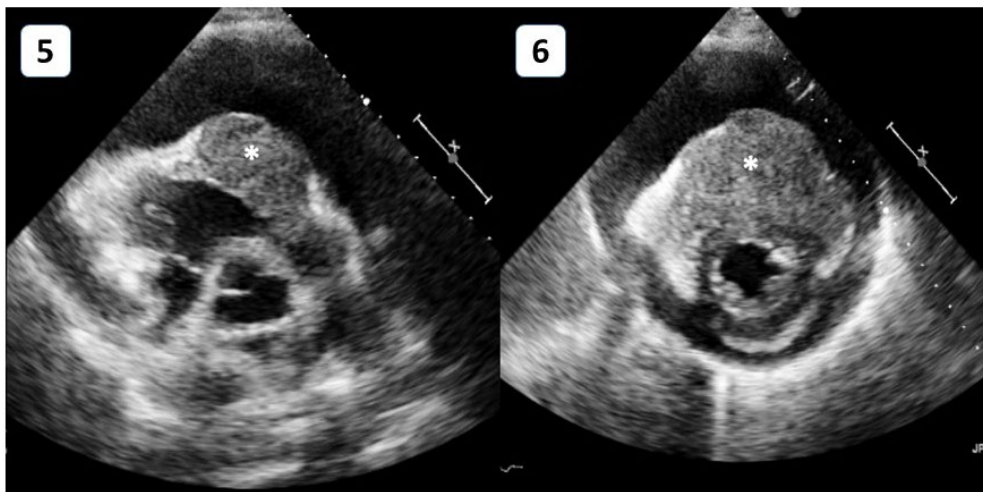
6: Ecocardiograma transtorácico urgente
